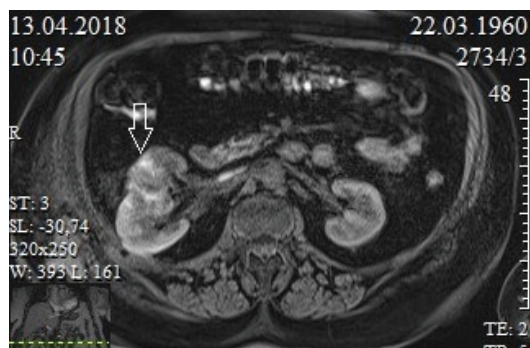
Магнитно-резонансная томограмма на 2-е сутки. Стрелкой указан магнитно-резонансный сигнал, исходящий из области резекции почки
